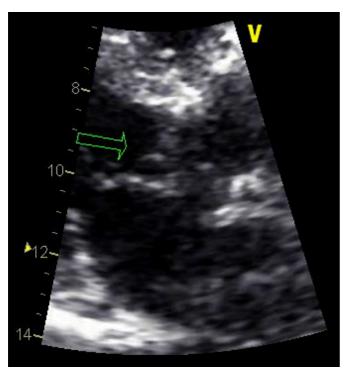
Ecocardiograma transtorácico. A seta aponta para uma formação linear móvel inserida na prótese, sugestiva de vegetação.
